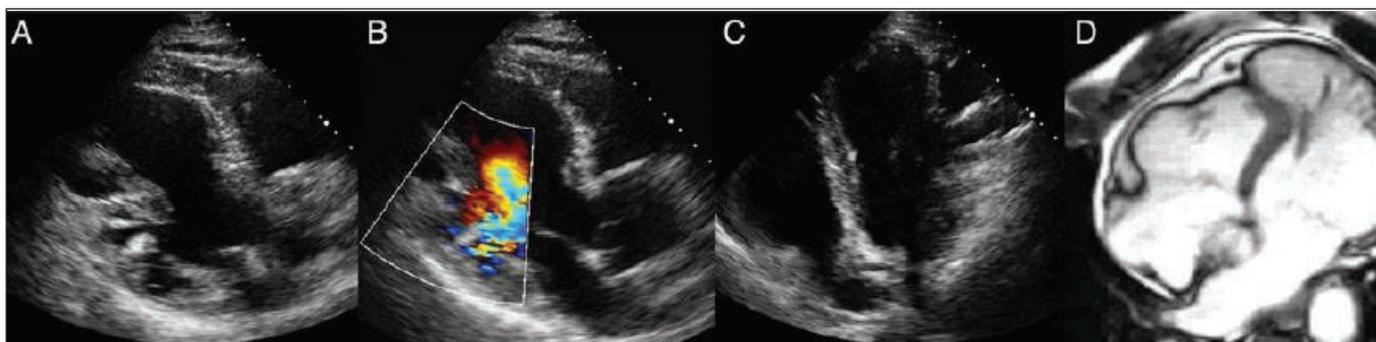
Изменения, которые характерны для СН, обусловленной изолированной некомпактностью миокарда ЛЖ, по данным ЭхоКГ и МРТ сердца
